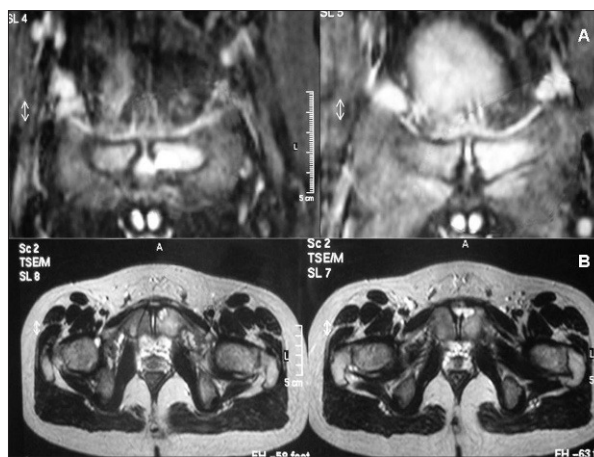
Cortes coronales (A) y axiales (B) de la resonancia magnética donde puede observarse la lesión en zona anteromedial de la sínfisis púbica izquierda.
